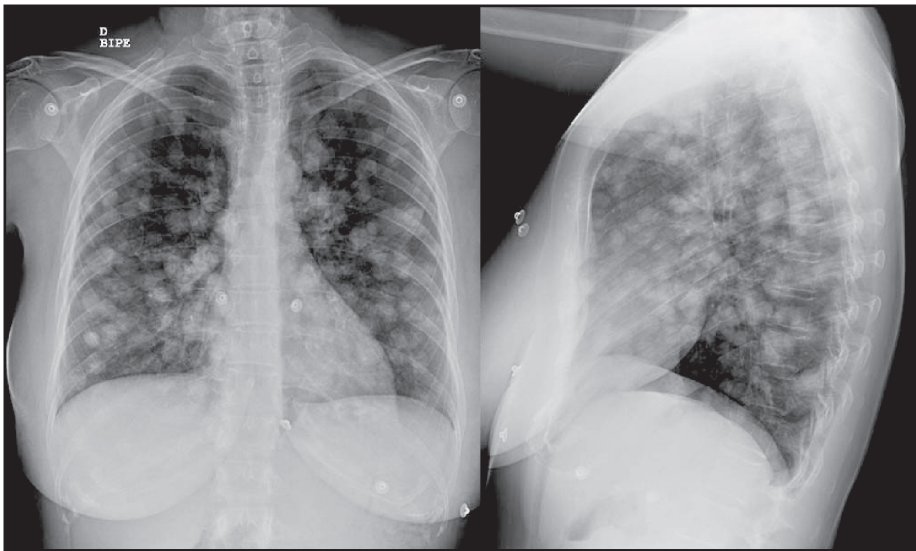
Radiografías PA y lateral que muestran la imagen típica de metástasis en suelta de globos.
